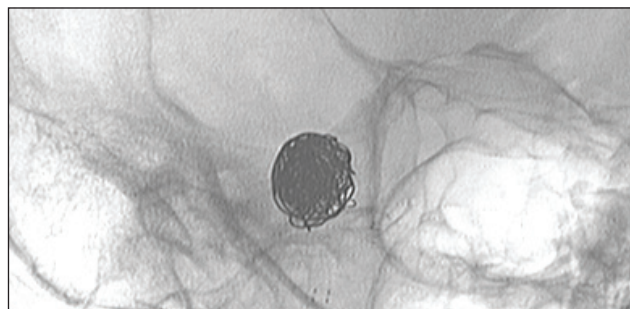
Интраоперационная рентгенокраниография пациентки С., 1957 г.р. (правая полубоковая проекция) после эмболизации аневризмы со стент-поддержкой: видны проксимальные и дистальные метки имплантированного стента, тень спиралей в полости аневризмы
